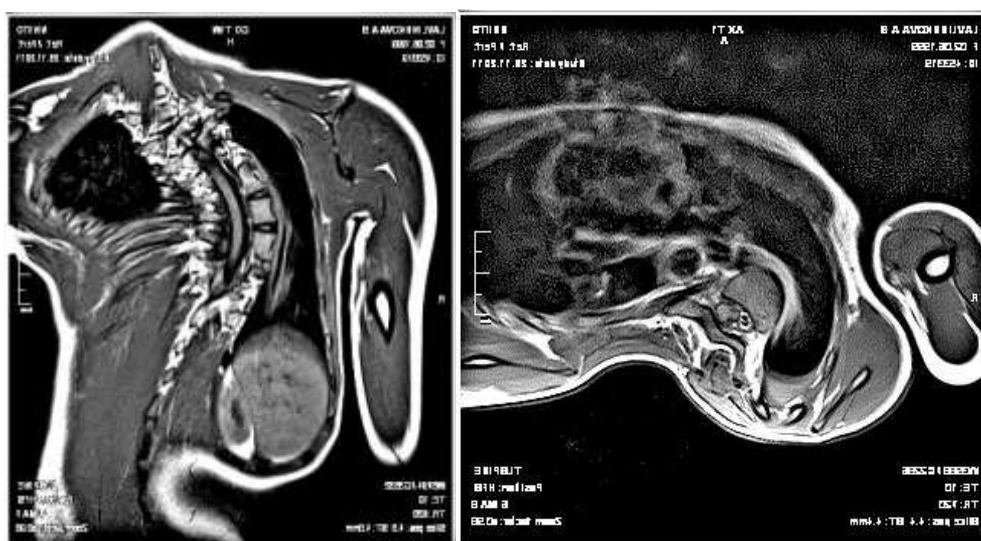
Состояние позвоночника и позвоночного канала у больной Л. на МСКТ в прямой и аксиальной проекциях перед операцией. Спинальный мозг прилежит к медиальной стенке позвоночного канала с ограничением эпидурального пространства
